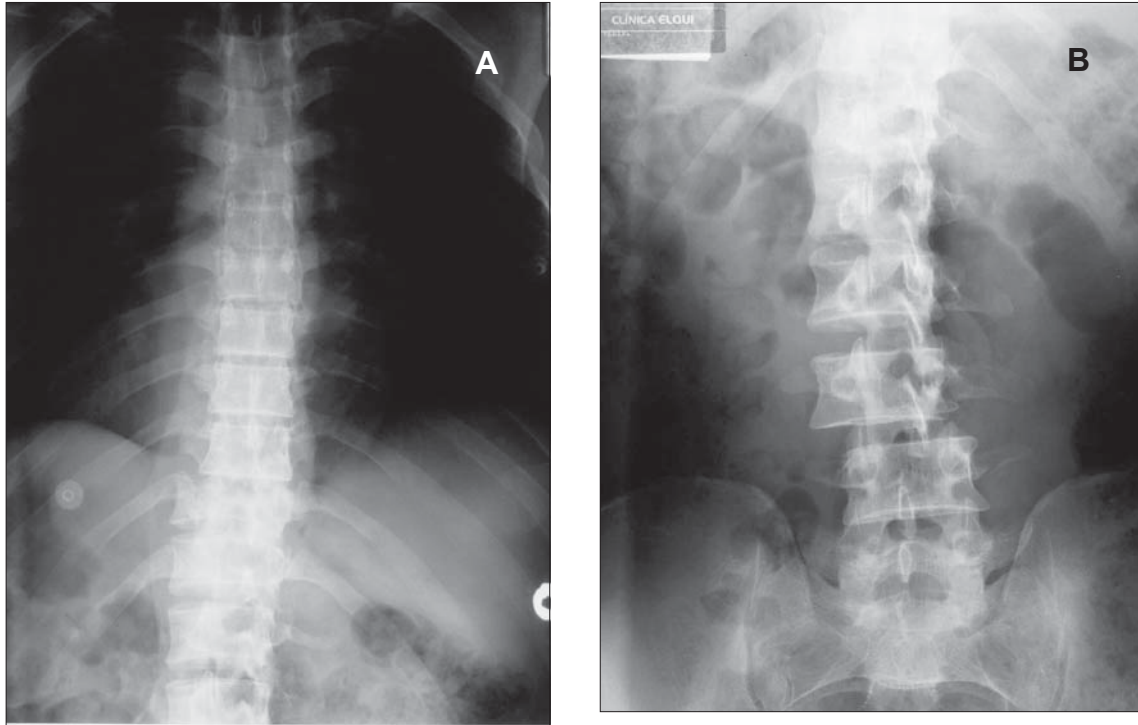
Radiografías tomadas en lugar del accidente, sólo se disponen de proyecciones anteposteriores de columna dorsal (A) y lumbar (B).
